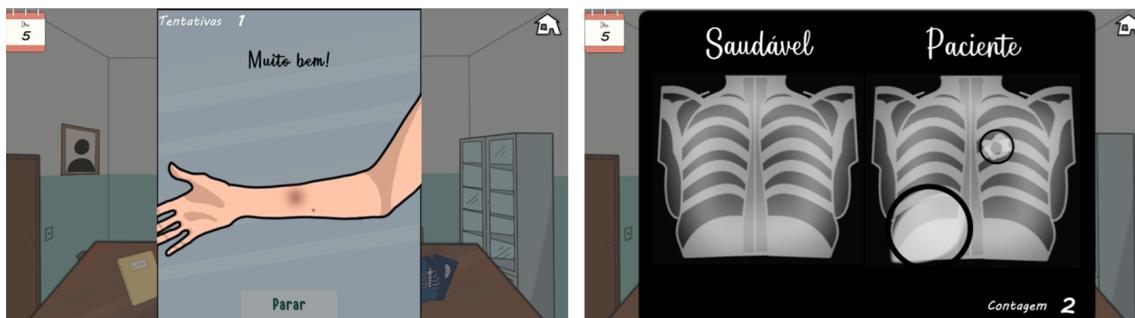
Exame de PPD (esquerda) e radiografia do tórax do paciente (direita)
